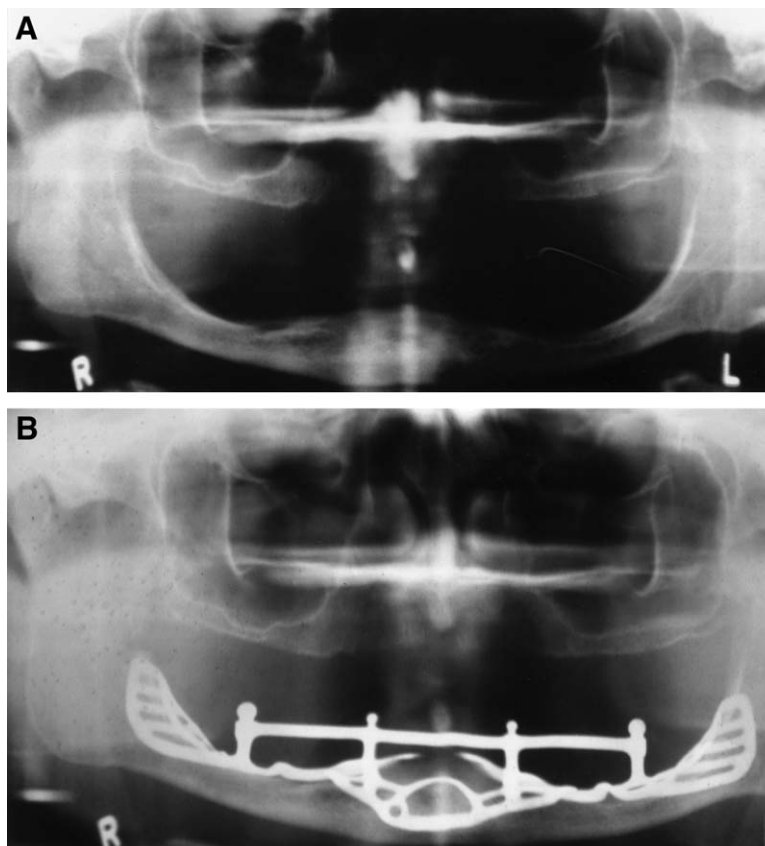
Radiografía panorámica de un participante del estudio. A, Antes de la colocación del implante. B, Después de la colocación del implante.
